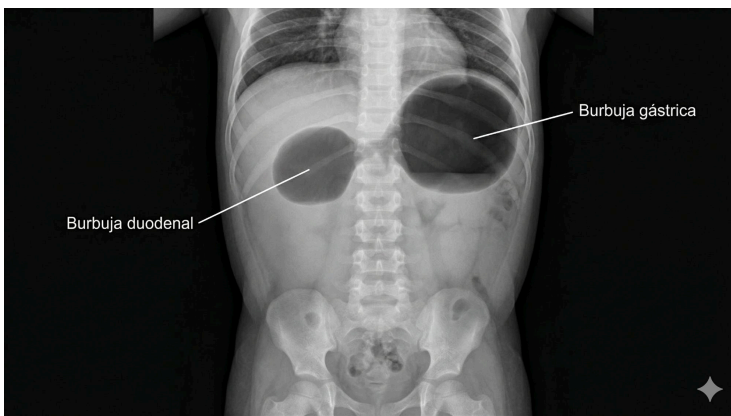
Radiografía simple de abdomen en proyección anteroposterior en neonato con atresia duodenal. Se identifican dos imágenes aéreas bien definidas: la burbuja gástrica (cuadrante superior izquierdo) y la burbuja duodenal (cuadrante superior derecho), separadas por el píloro, con ausencia completa de gas distal.
